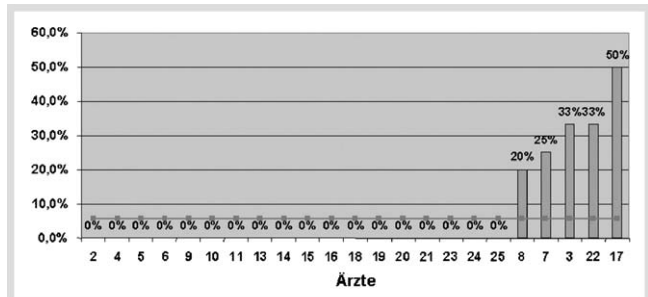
MRI-Verschreibung beim ersten Arztbesuch und akuter Lumboischialgie.
